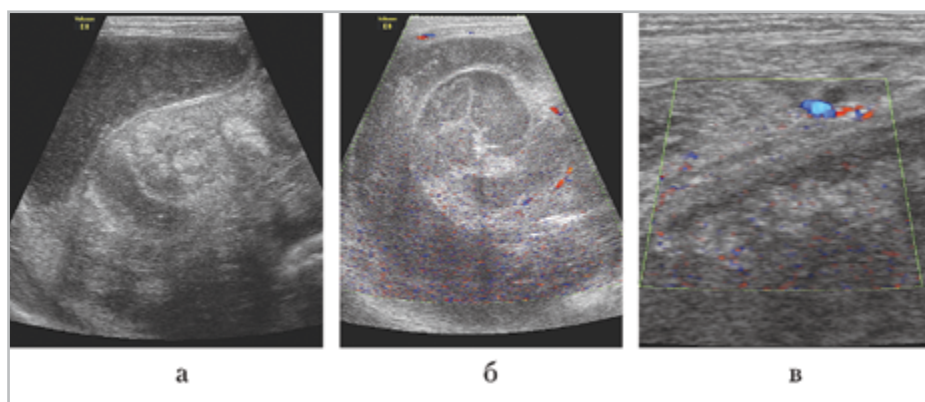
Результаты УЗИ (продолжение): *а* — прицельная визуализация центральной части заворота; *б* — цветное доплеровское исследование: сосудистый рисунок в центральной части заворота не прослеживается на самых чувствительных режимах сканирования; *в* — тот же режим: стенка пораженного участка кишки слоистая, утолщенная, аваскулярная
